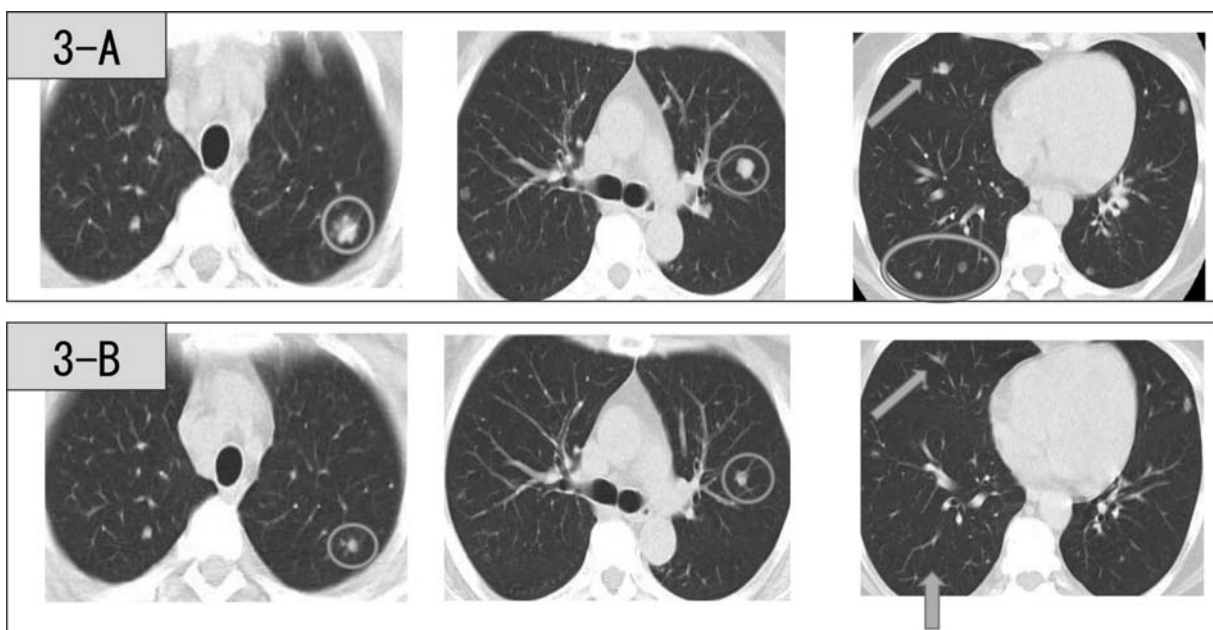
The chronological findings of chest CT scan. (A) right before the initiation of nivolumab re-treatment. (B) 2 months after the initiation of nivolumab re-treatment.
